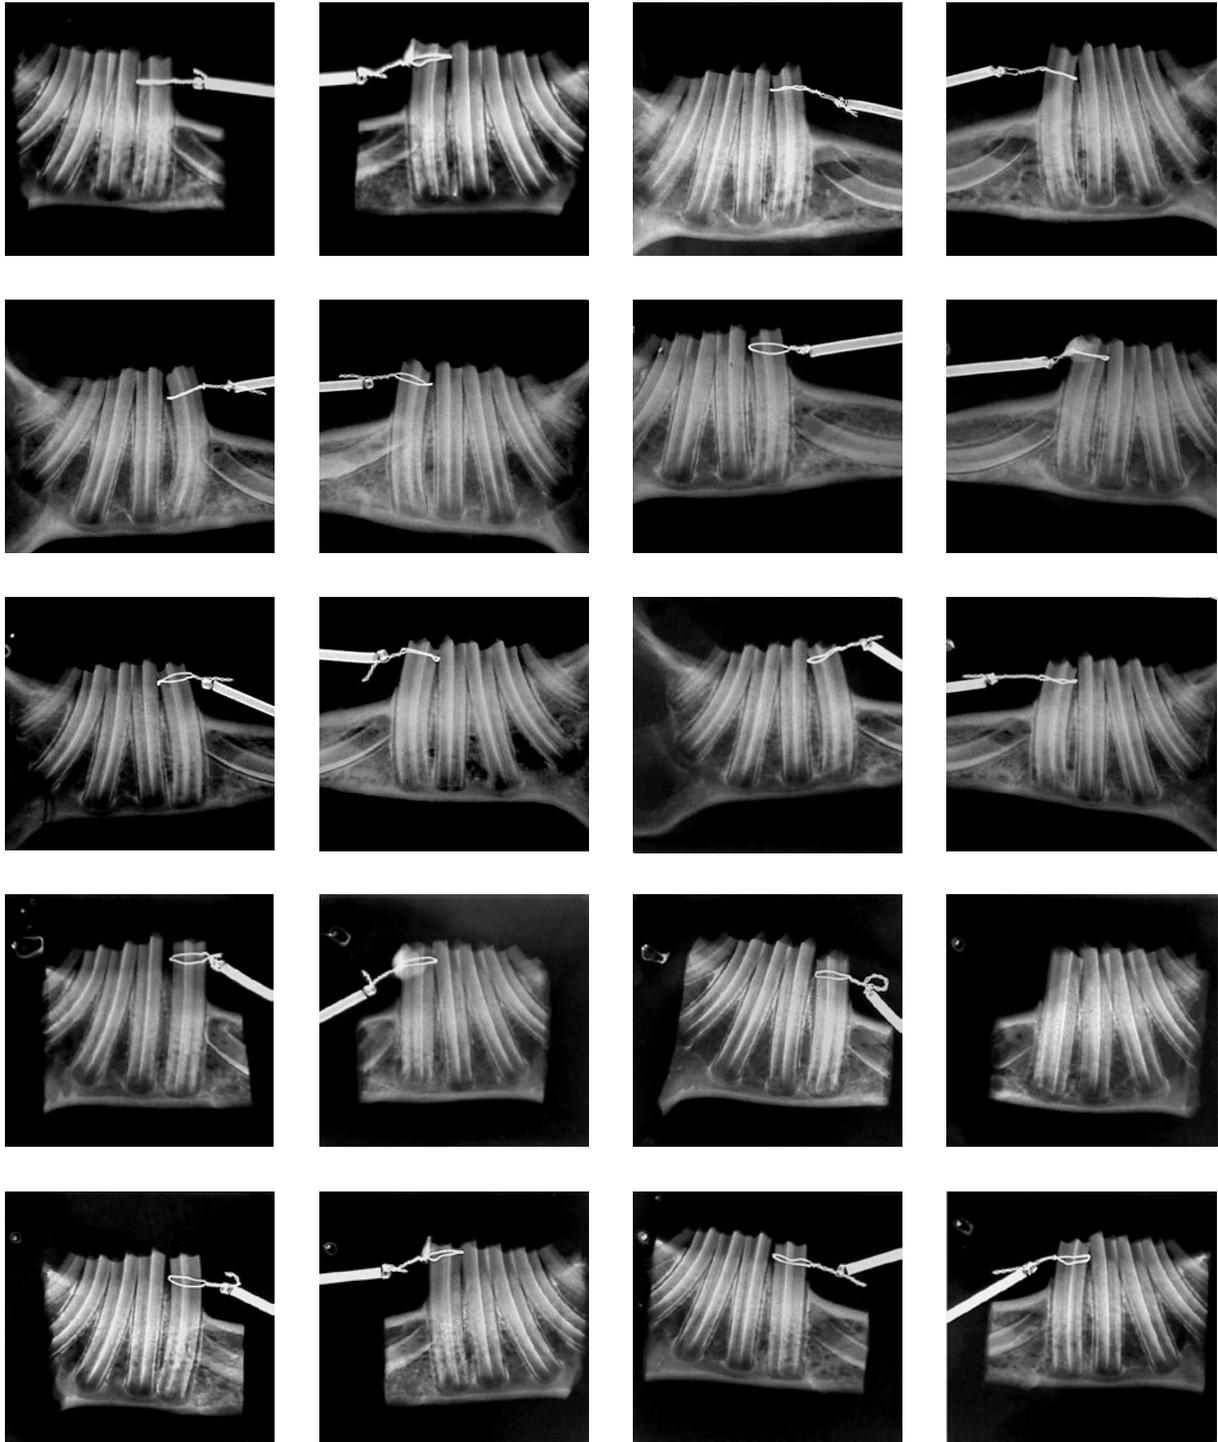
Fotografia das radiografias dos animais do grupo controle 7 e 14 dias. Vista dos hemiarcos direito e esquerdo, respectivamente.
